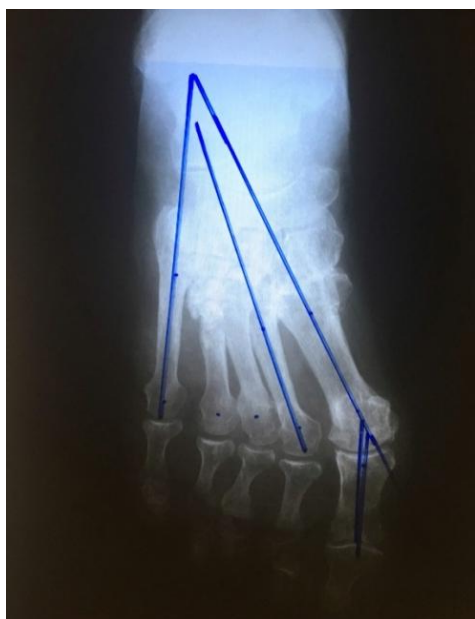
Рентгенограмма правой стопы пациентки Ш. через 1 год после операции.
